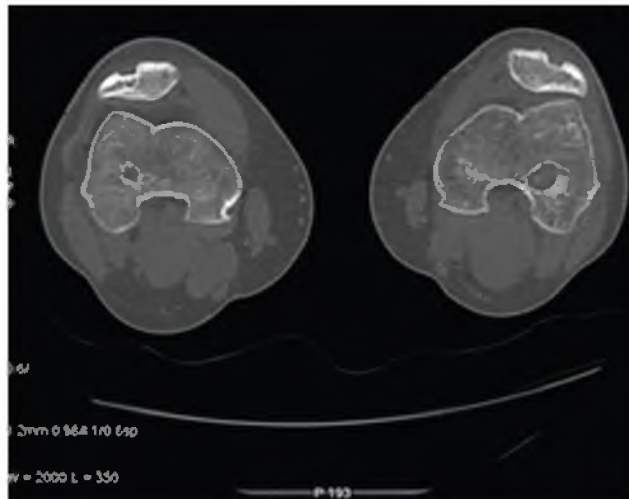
Рентгеновская компьютерная томография надколенника в различные сроки после операции. Правый надколенник (R) — 4 года (без применения цемента), левый надколенник (L) — 3 мес после заполнения дефекта филлерным материалом
